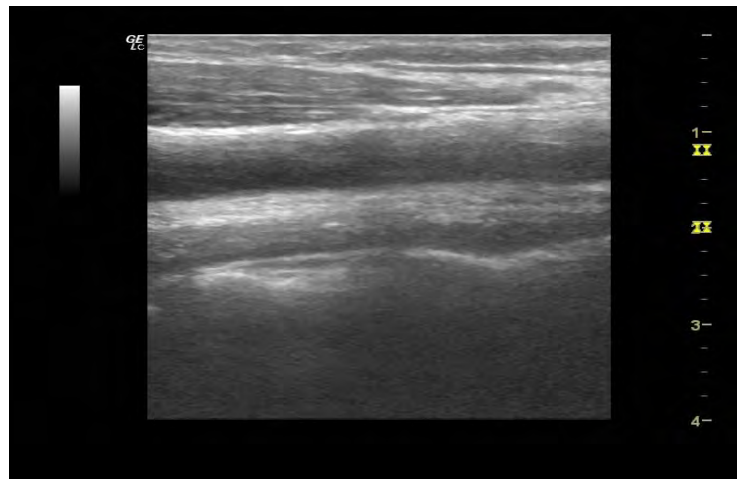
Hasil citra ultrasound di kepala
